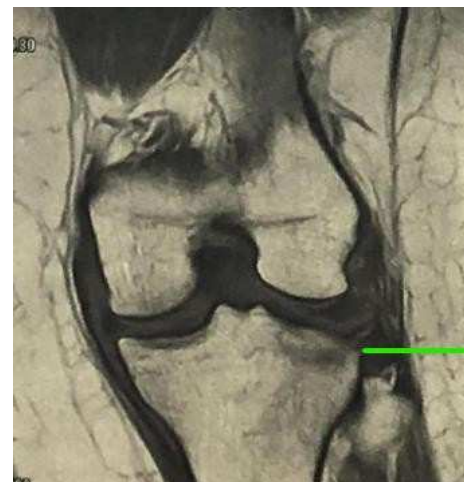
IRM du genou sur coupes frontales montrant la disparition de l'hyposignal de la corticale osseuse de la fracture de second.
